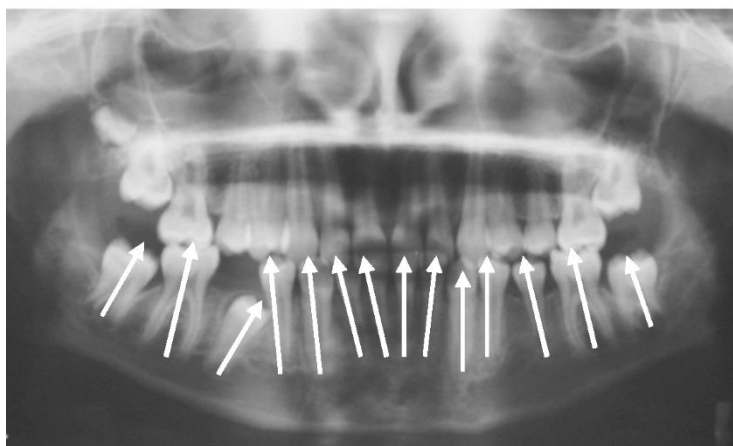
Ортопантомограмма пациента Р. А. в возрасте 11 лет
